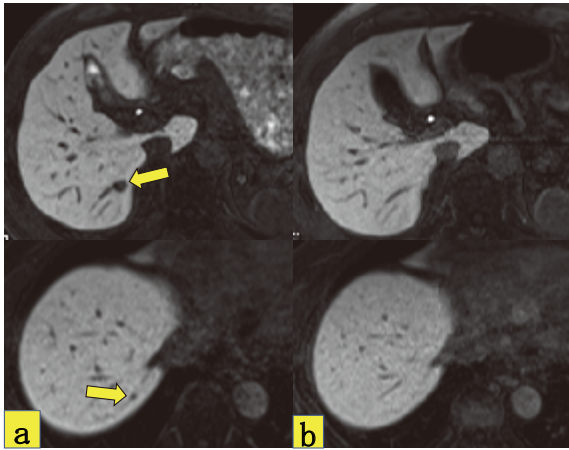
腹部EOB・プリモビスト造影MRI検査
